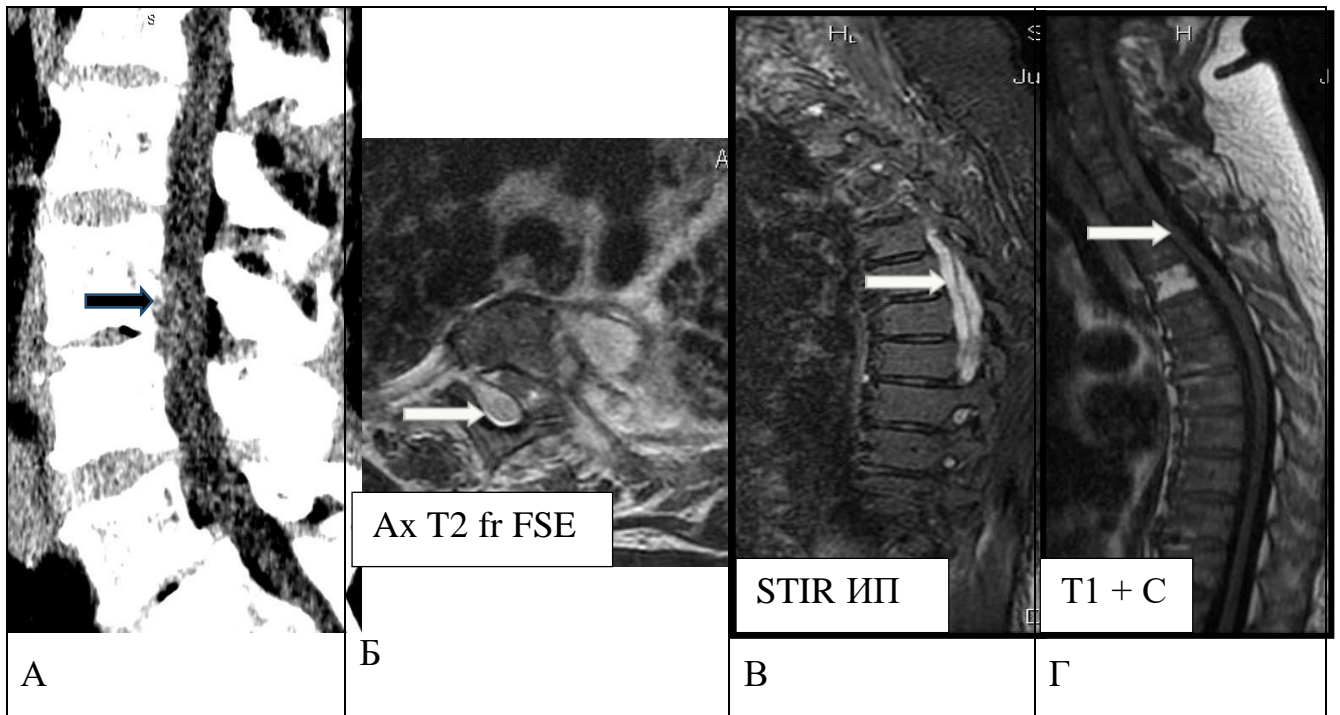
Примеры визуализации эпидурита при проведении МСКТ и МРТ
